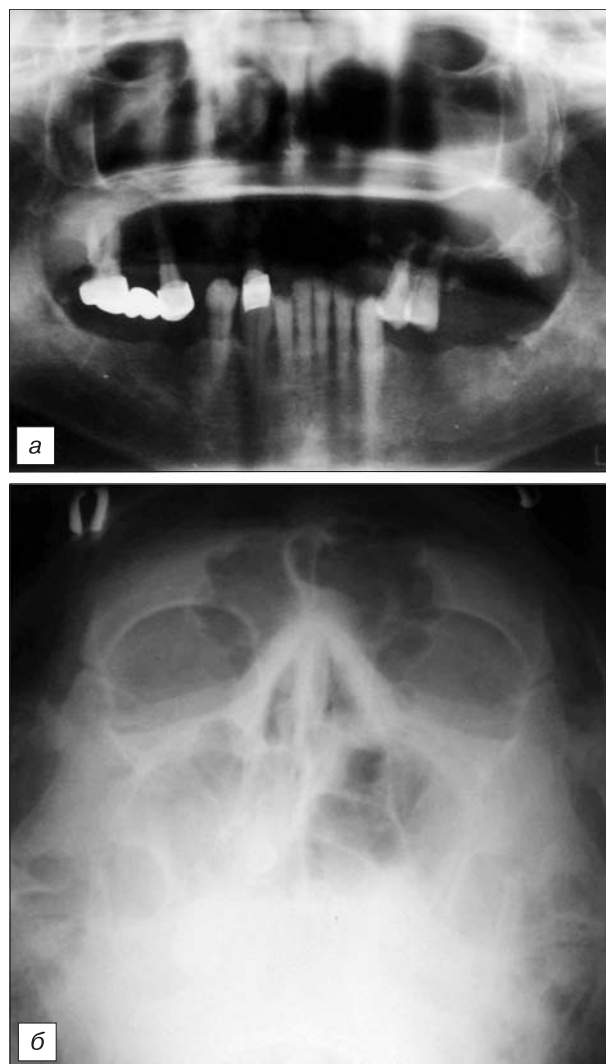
(продолжение рис. 2). На ортопантограмме (а) и обзорной рентгенограмме черепа (б) достоверная информация о кистозном образовании значительных размеров, практически полностью заместившем верхнечелюстной синус, отсутствует.
